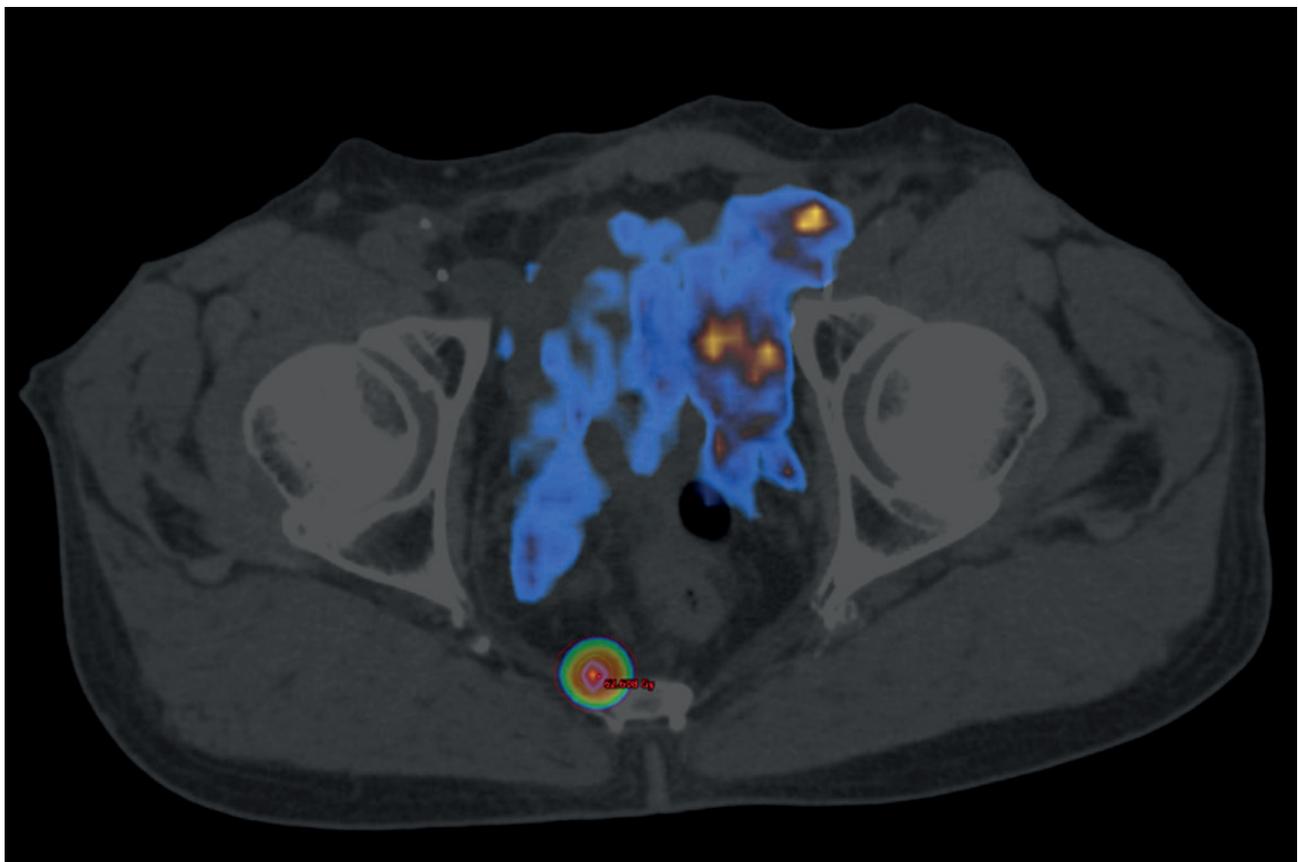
Dosisverteilung im PET-positiven präcoccygealen Tumor
